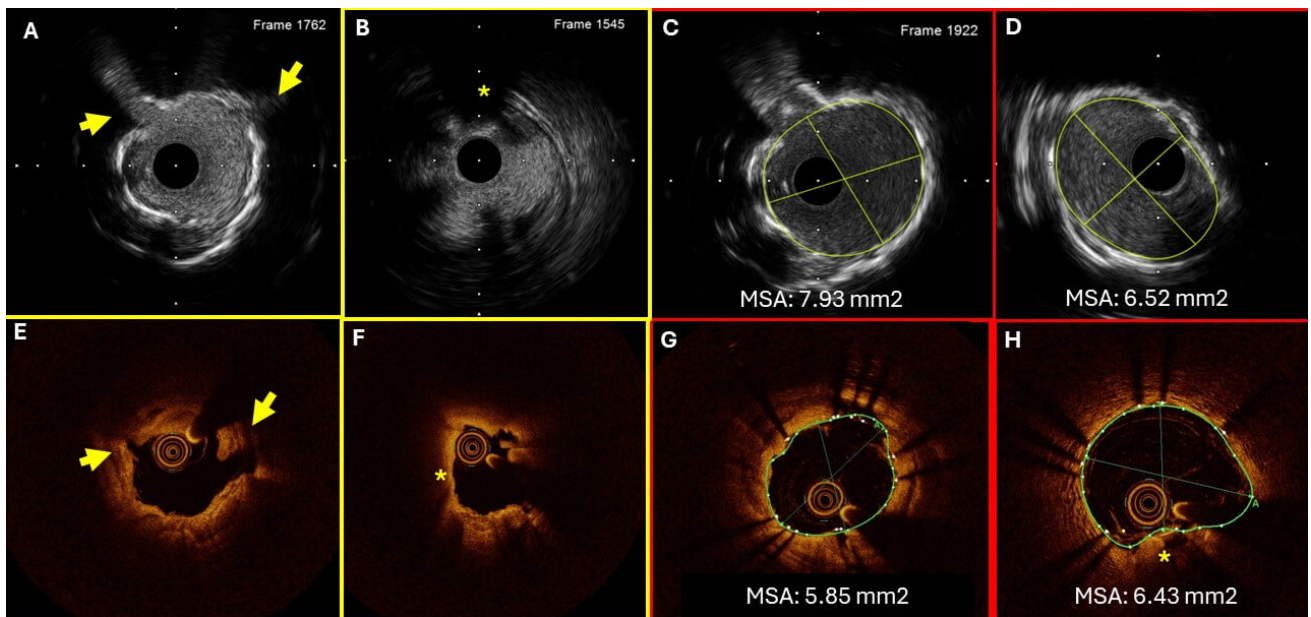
Resumen de las dos modalidades de imagen intravascular disponibles. Imágenes comparativas. Panel superior A, B: Imágenes por ultrasonido mostrando la modificación de la placa cálcica. Flechas amarillas mostrando fracturas. Asterisco muestra nódulo de calcio con modificación de placa en los bordes de la placa cálcica. C, D Resultado posterior al implante del stent mostrando adecuada expansión. Panel inferior mostrando las imágenes por tomografía de coherencia óptica. E, F
